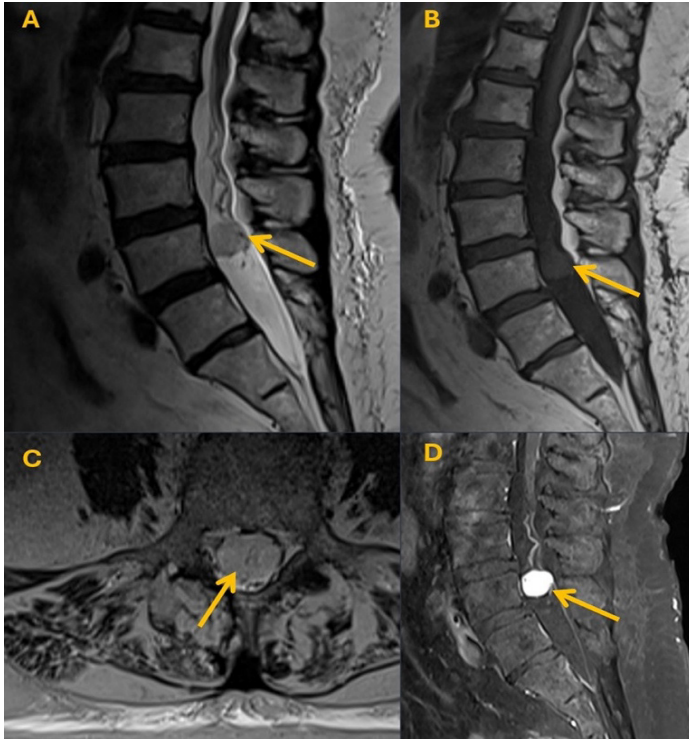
Otuz sekiz yaşında erkek hasta. Siyatalji yakınması ile başvuran olgunun MRG tetkikinde konus medullarisin altında, düzgün konturlu, T2 sekansta solid/kistik bileşenleri olan, belirgin hiperintens (A-C, oklar), T1 sekansta güçlükle seçilen (B) kontrast sonrası yoğun enhansman gösteren (D, ok) kitle izleniyor. Patoloji: Miksopapiller endimom.
